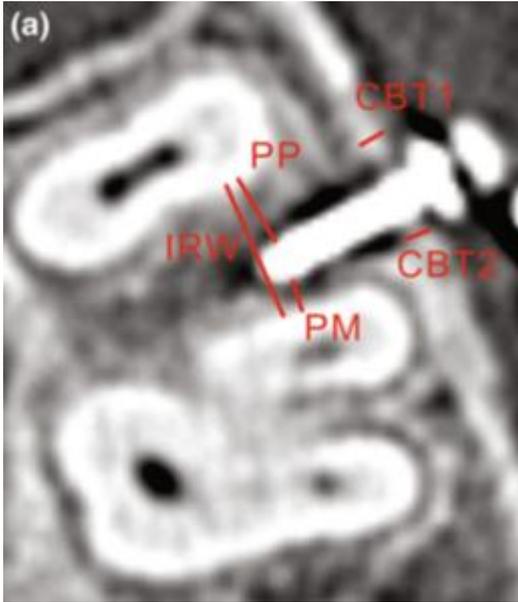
A espessura do osso cortical (CBT1 e CBT2), a proximidade ao pré-molar (PP), a proximidade ao molar (PM) e a largura inter radicular (IRW) foram medidas na fatia da imagem da TC que contém o MI
